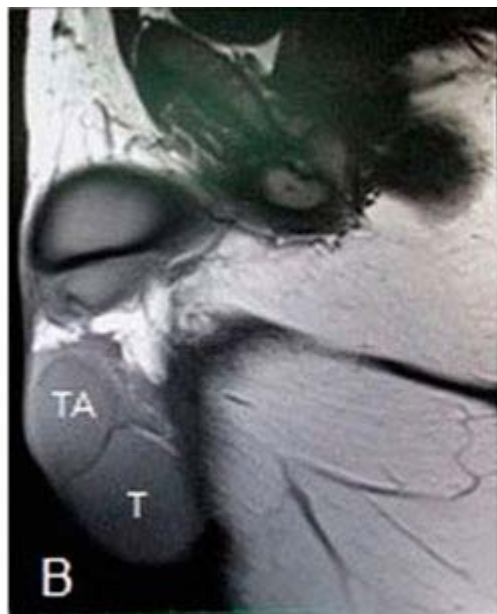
La RMN en secuencia T 1 con el tumor adenomatoide (TA) y el testículo (T).
